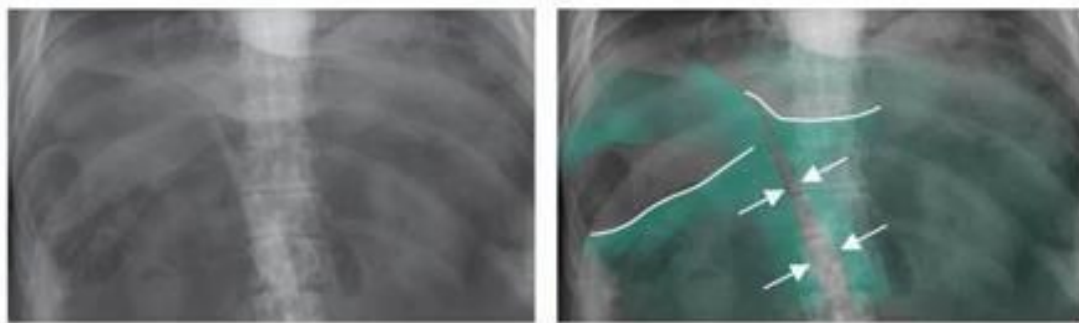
Radiografía Abdomen agudo radiológico 06.2 (2020)
